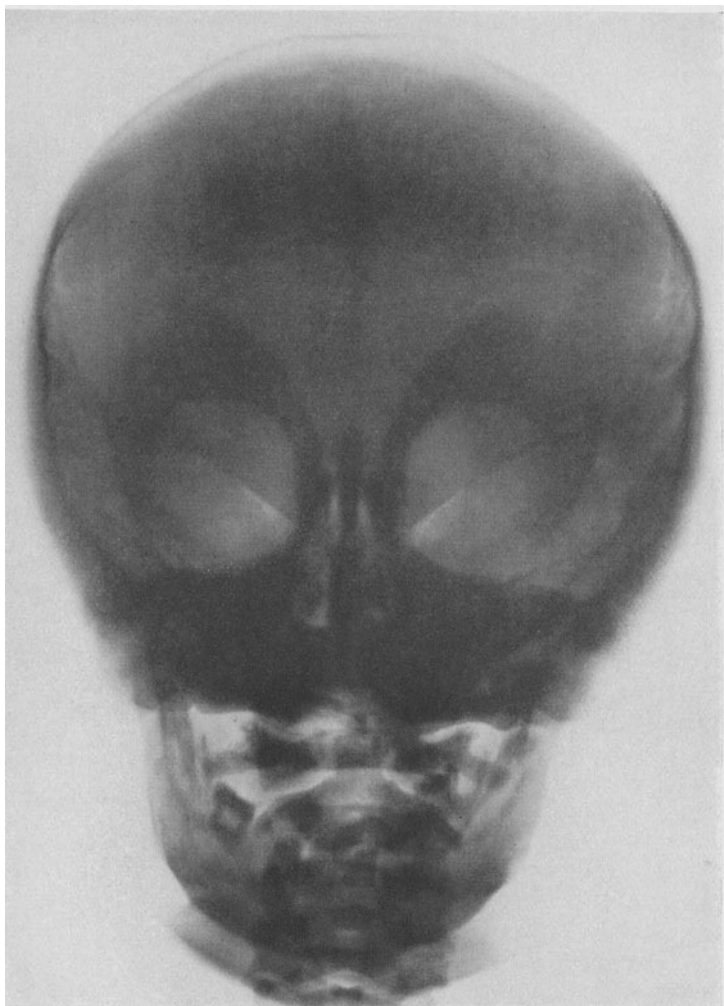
Röntgenbild des Schädels bei Marmorknochen. Gleichmäßige Verdichtung der Schädelknochen, besonders auch der Orbitalränder. 9jähriger Knabe, Schädelumfang 58 cm. Rechts S = $\frac{1}{2}$, links S = Lichtschein. Scharf begrenzte Atrophie der Sehnervenpapille. Keine Verengung des Canalis opticus im Röntgenbild. Klinischer Befund in der Veröffentlichung von SCHARSICH.
